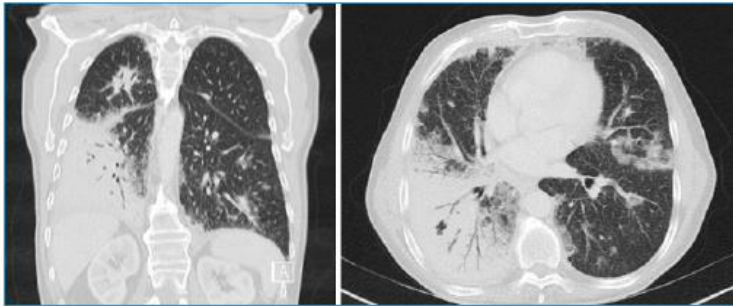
Tomografía axial computarizada de tórax: cortes coronal y transversal: extensa lesión alveolar de aspecto tumoral en el lóbulo inferior derecho con broncograma aéreo y nódulos alveolares bilaterales.
